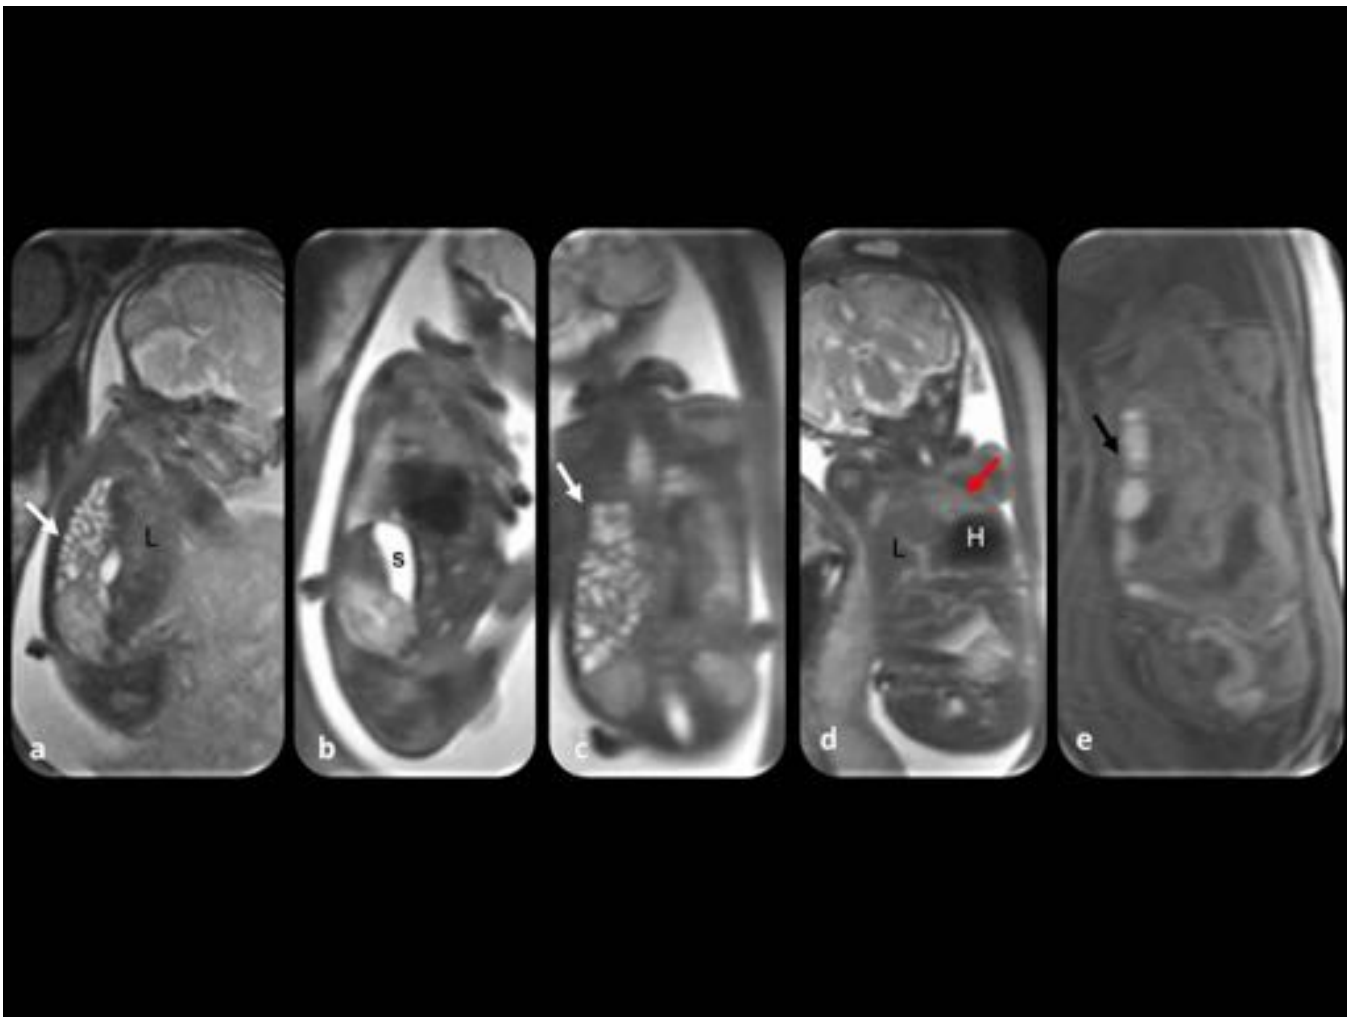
Hernia diafragmática derecha. Feto de 28 semanas. Aunque todo el hemitórax derecho está ocupado por hígado y asas intestinales, la ecografía no fue capaz de detectarla hasta la semana 28. (a y b) Cortes sagitales: asas intestinales (flecha blanca) y hígado (L) en la cavidad torácica, el estómago (s) en posición correcta. (c y d) Cortes coronales: corazón desplazado hacia la izquierda (H) y se observa hipoplasia pulmonar (flecha roja). (e) T1 coronal: intestino grueso herniado (flecha negra).
